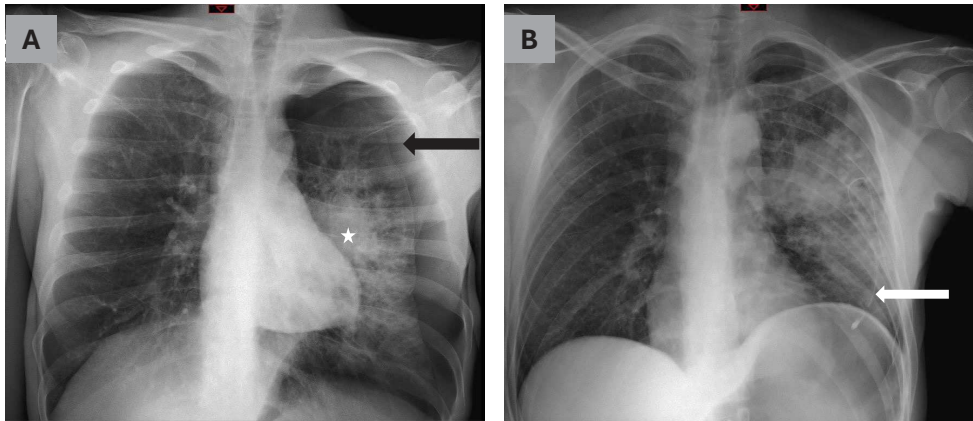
Pneumothorax complet post biopsie, après retrait de l'aiguille (radiographie thoracique)
